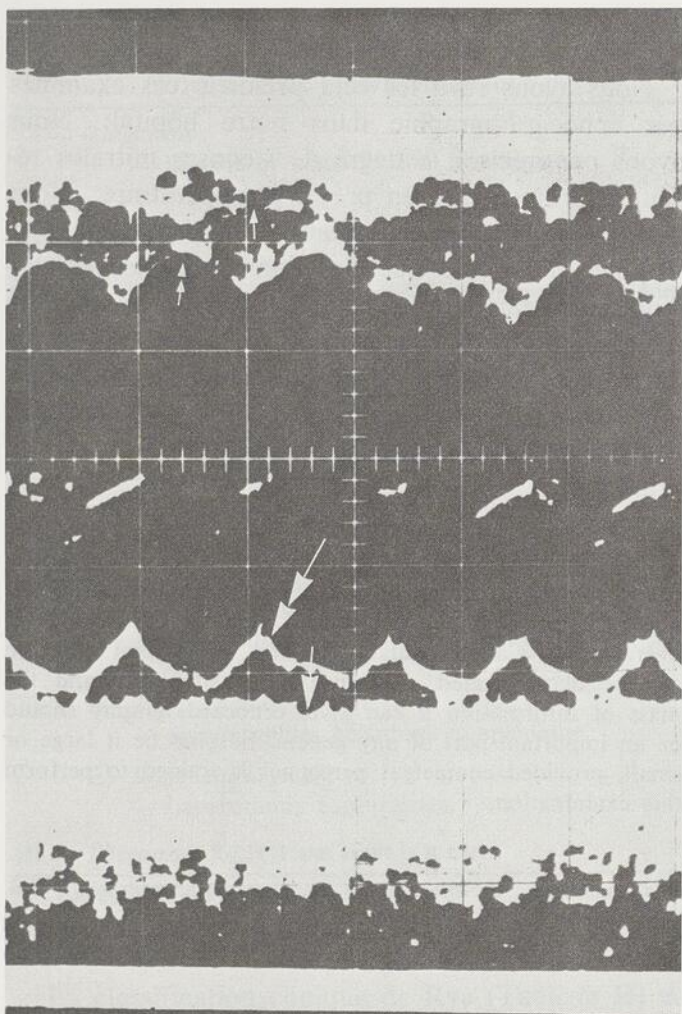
Première échocardiographie: dilatation du ventricule gauche. Double flèche: endocarde, myocarde, péricarde viscéral. Flèche simple: péricarde pariétal. Entre les deux, l'épanchement péricardique postérieur.
